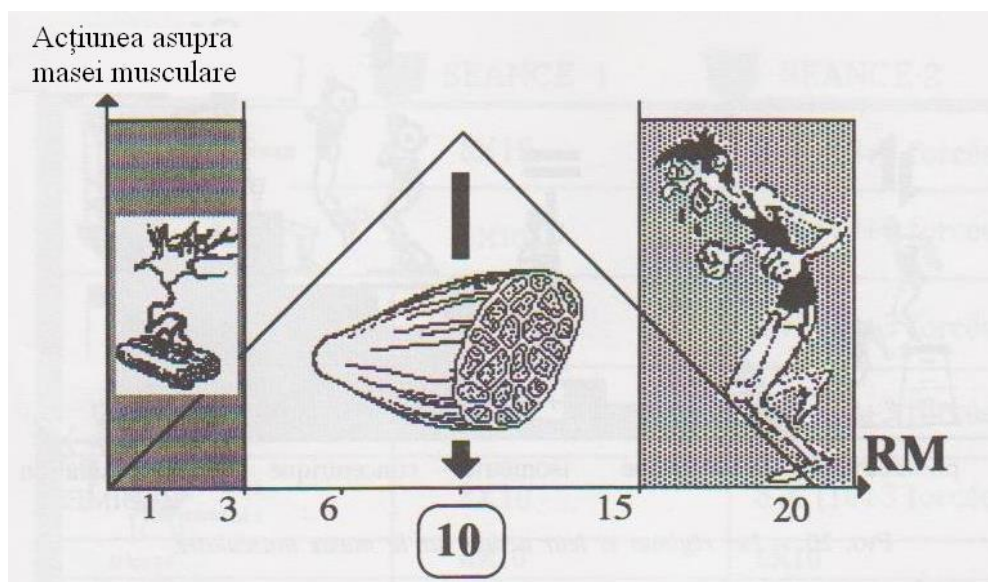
b . – Influența numărului de RM asupra factorilor de forță.
